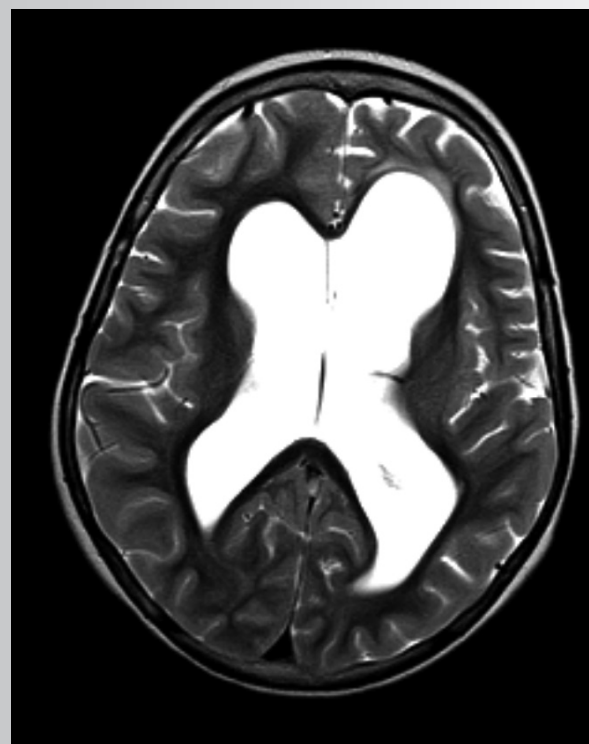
МРТ головного мозга спустя 1,5 года после дебюта энцефалита
